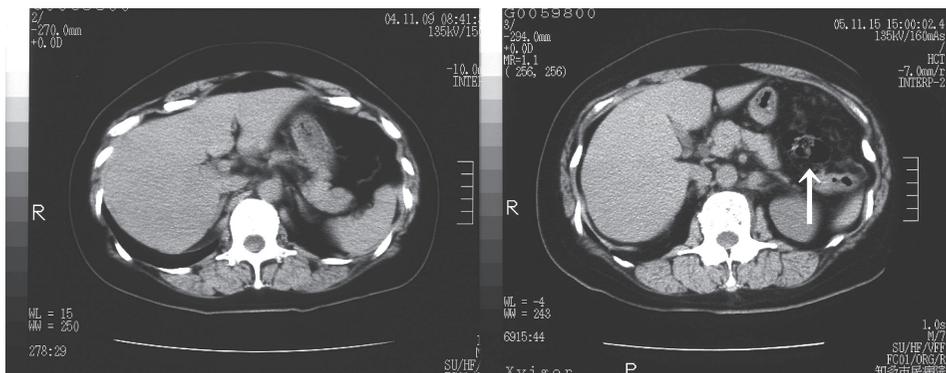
左側は平成16年11月、右側は平成17年11月のCTで大網の腫瘍性変化(↑)を疑った
